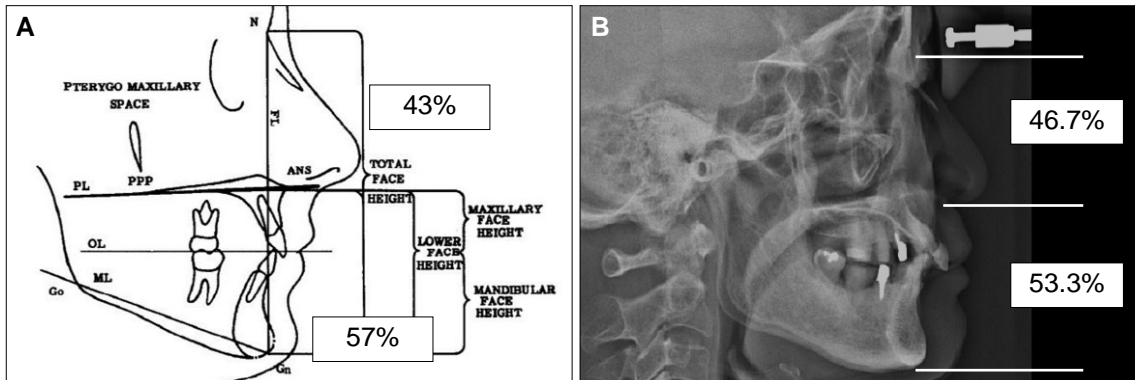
Cephalometric radiograph analysis. A: ideal upper and left facial proportions suggested by Hull 1; 43%, 67% each, B: actual upper and left facial proportions of patient; 46.7%, 53.3% each.
